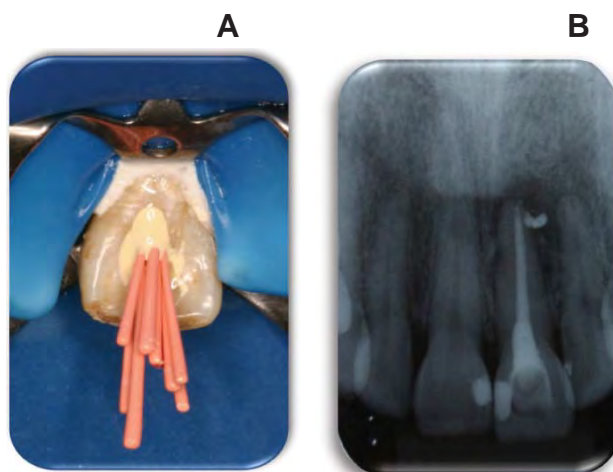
Obturação do canal radicular: a) obturação com cone de guta percha e cimento AH Plus; b) Radiografia comprovando adequado preenchimento do canal radicular e canal secundário.
